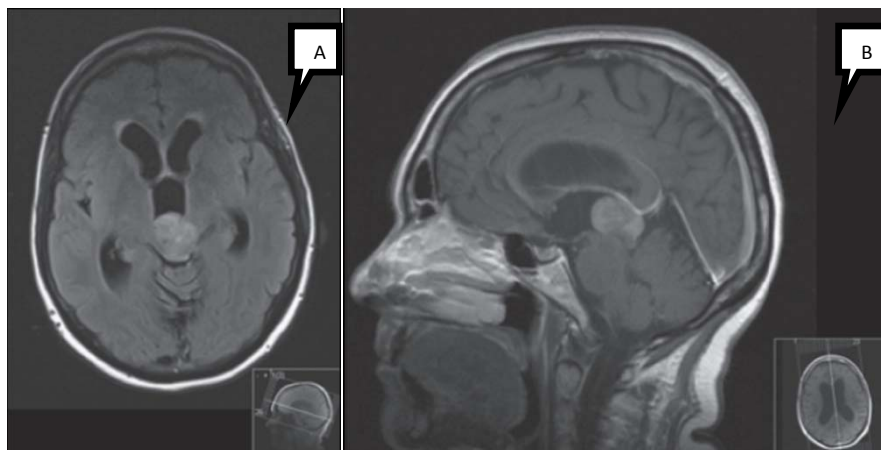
IRM cérébrale en coupe axiale en séquence FLAIR (A) et en coupe sagittale après injection du Gadolinium montrant l'aspect d'un pinéaloctome [2].
